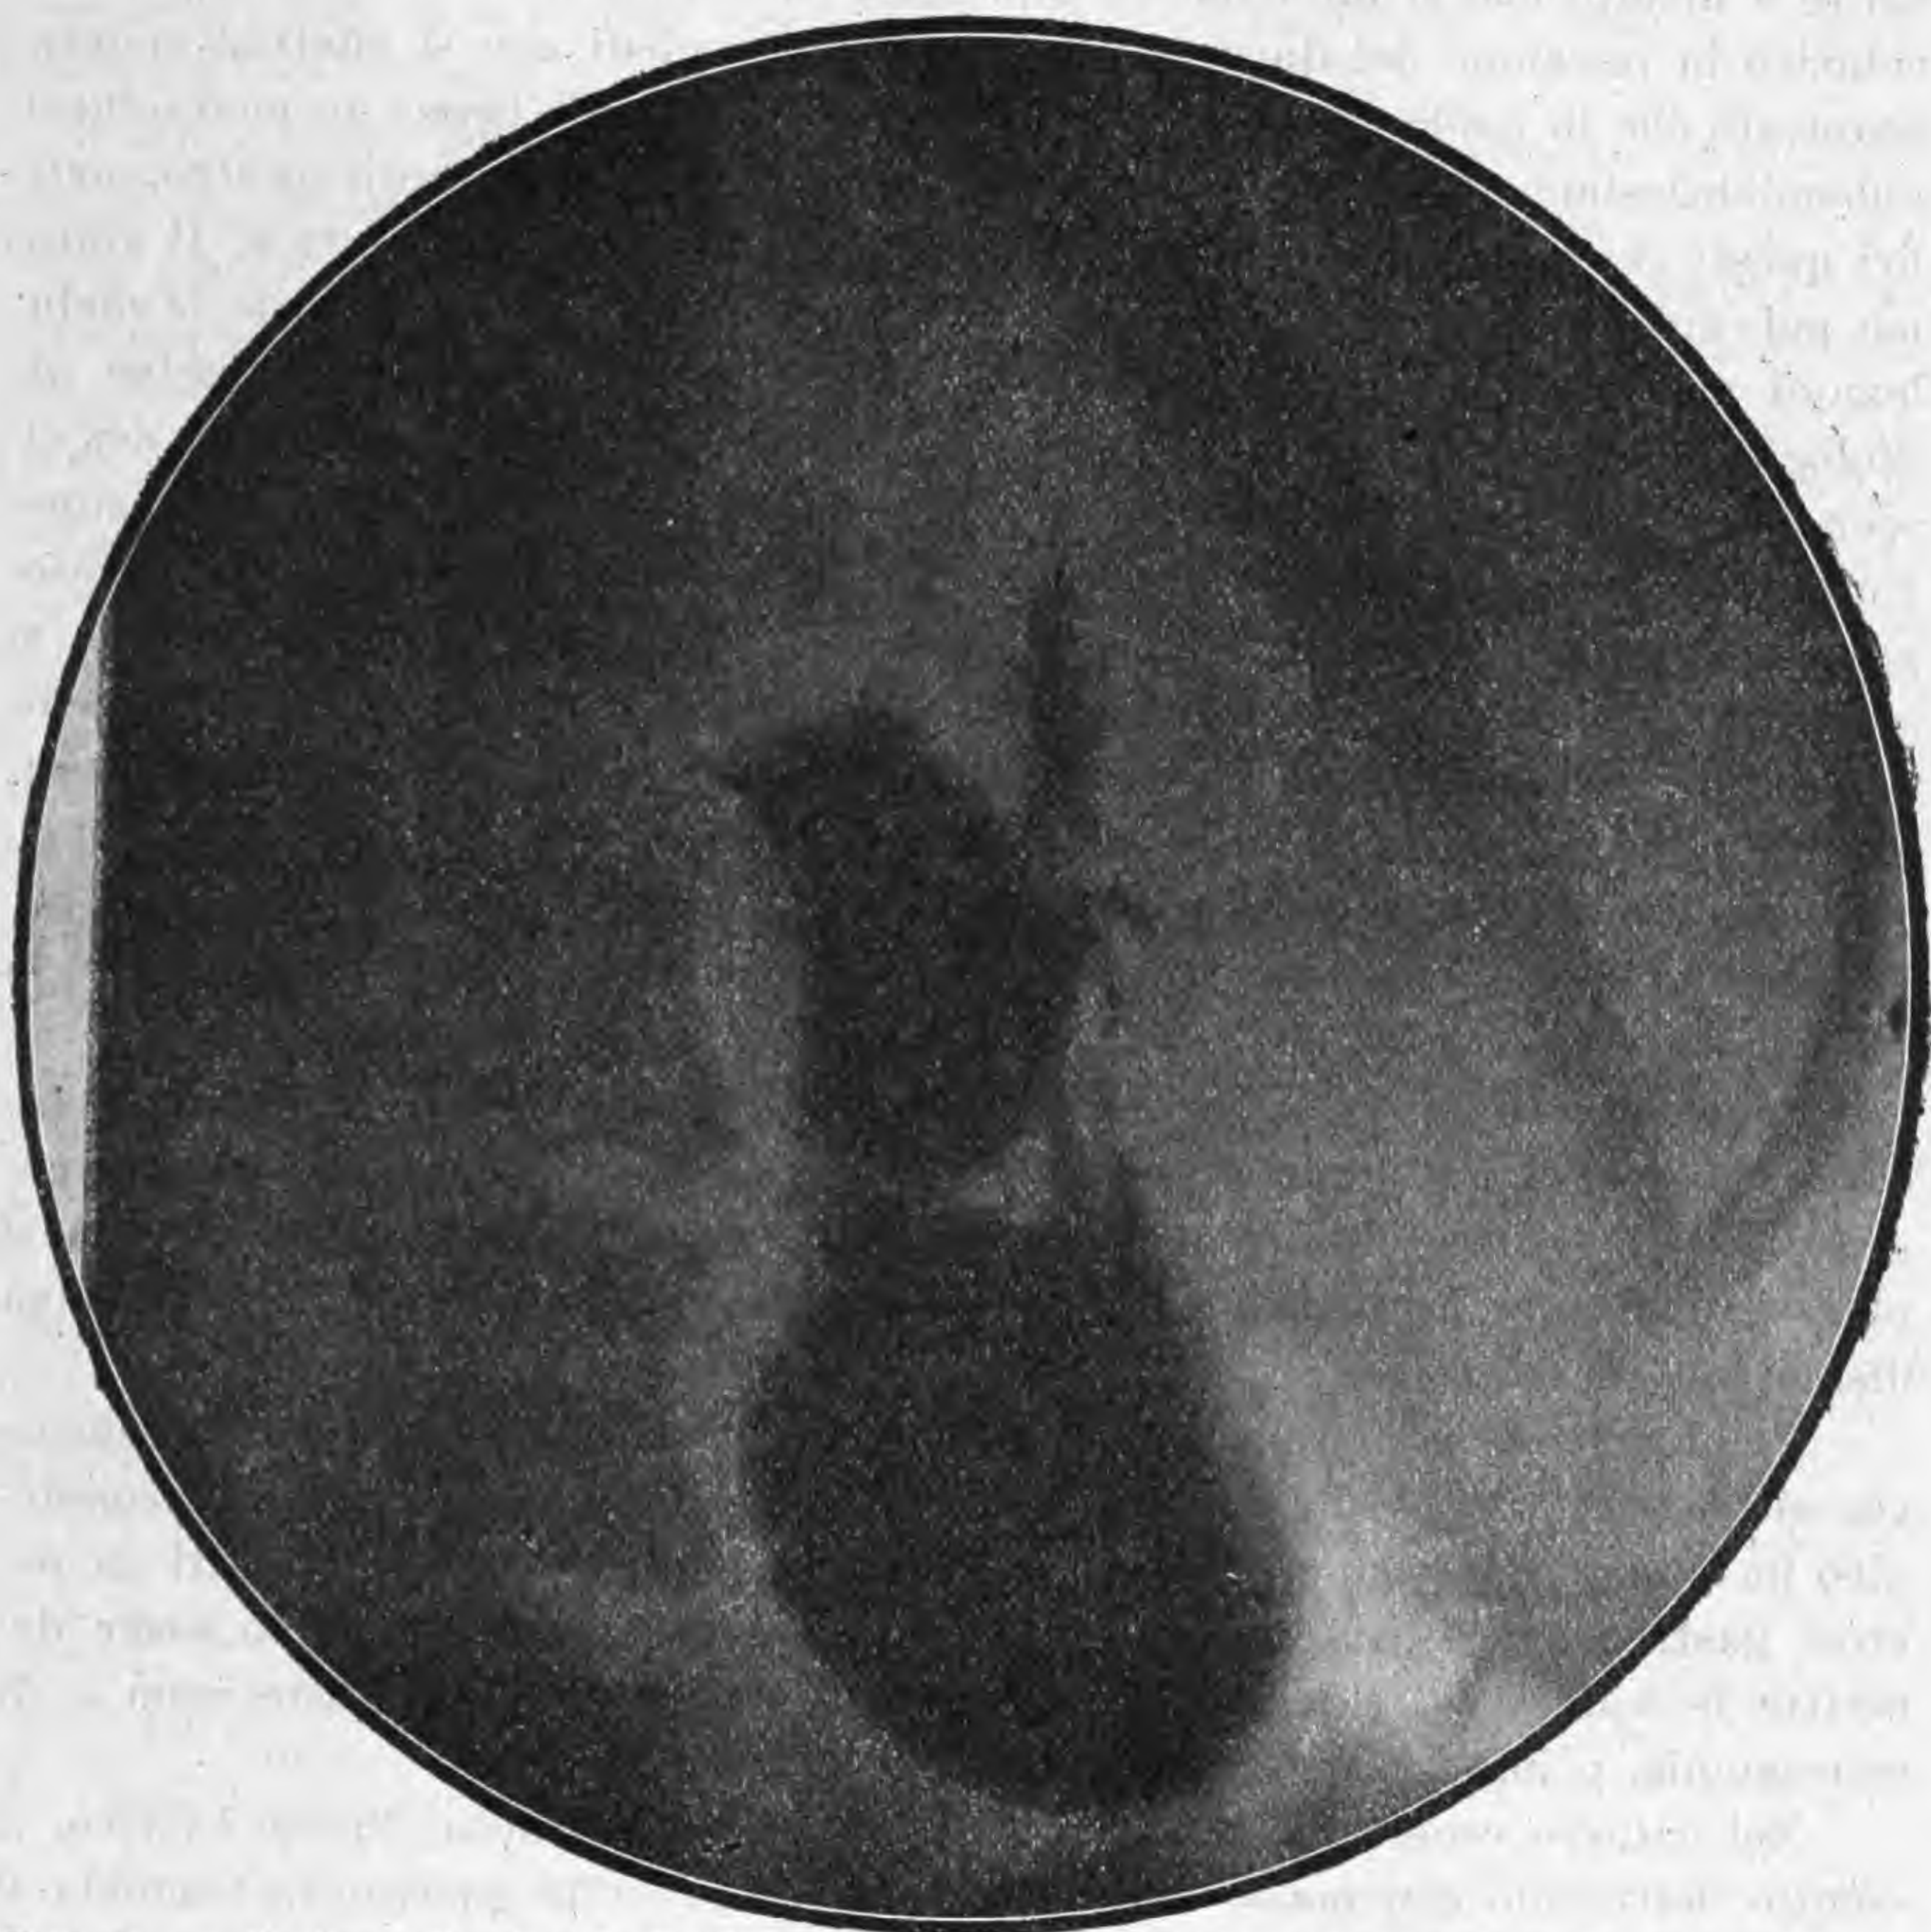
Radiografia (prof. Busi) che mette in evidenza il dettaglio della stenosi bassa del duodeno di già rappresentata in Fig. A.
